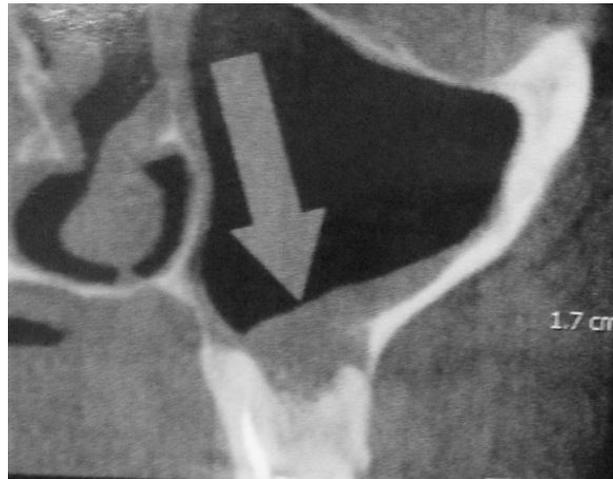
Коронно-лучевая томография верхней челюсти (фронтальный срез) больной 38 лет, направленной в стоматологический стационар на удаление 2.6. Вокруг верхушек корней 2.6 определяется деструкция костной ткани, что могло привести к разрушению костной перегородки между корнями 2.6 и синусом. Патологическая перфорация дна верхнечелюстной пазухи (указано стрелкой).
